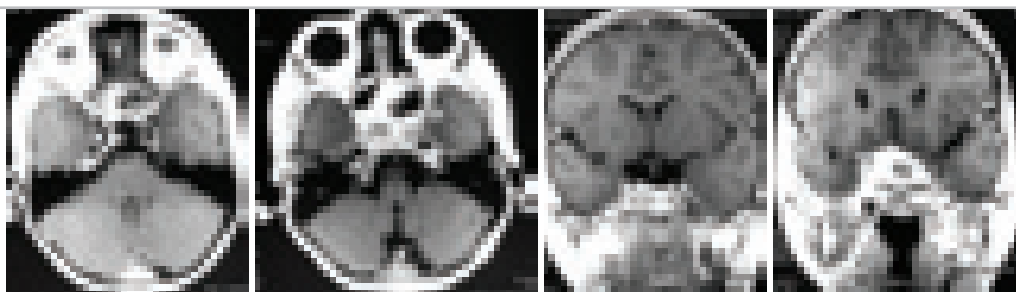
Контрольные МРТ – изображения в аксиальной и фронтальной проекции. Краниофарингиома через 3 года после операции.
